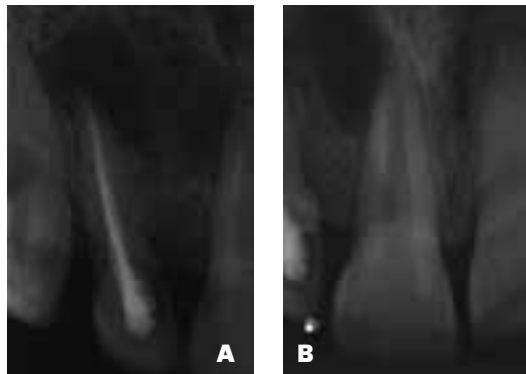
Radiografías iniciales de piezas dentales (A) 1.2 y (B) 1.1
